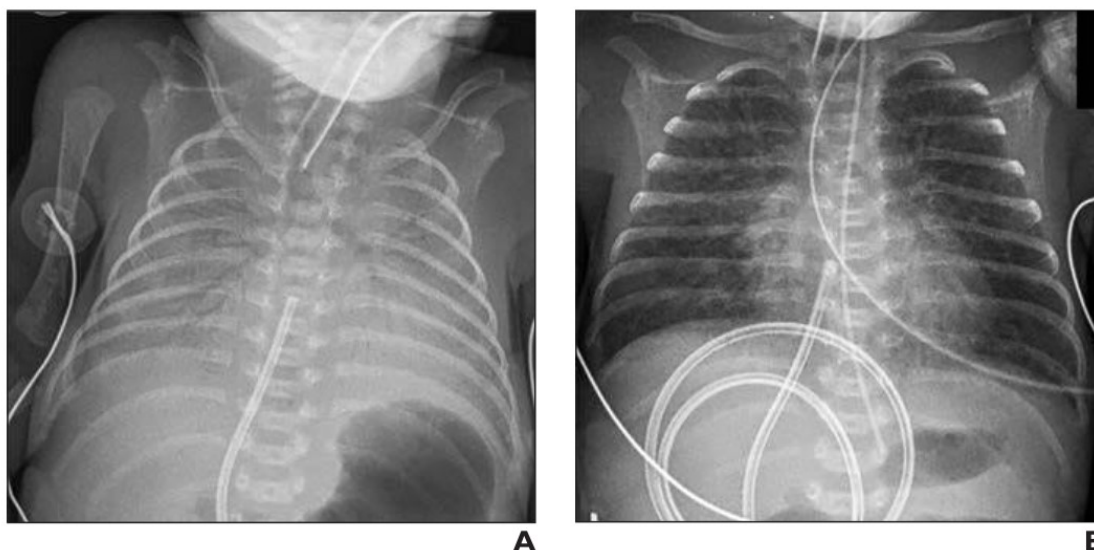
Radiographie d'un enfant né à 26 semaines d'âge gestationnel atteint de MMH
